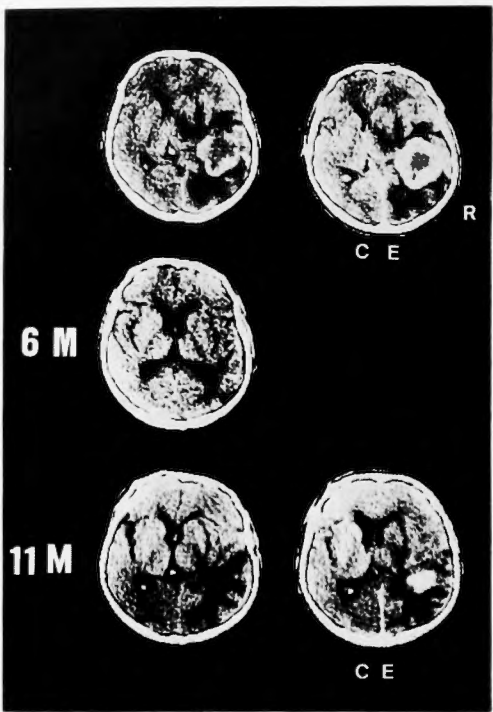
Serial CT scans in a 46-year-old male with malignant glioma (Type 3). CT scans show an area of high density rim with central lucency with garland CE in the right temporal region (uppermost). Six months after surgery and following radiotherapy, there is no high density rim or mass effect. Eleven months later, there is a recurrent tumor in the same region.
